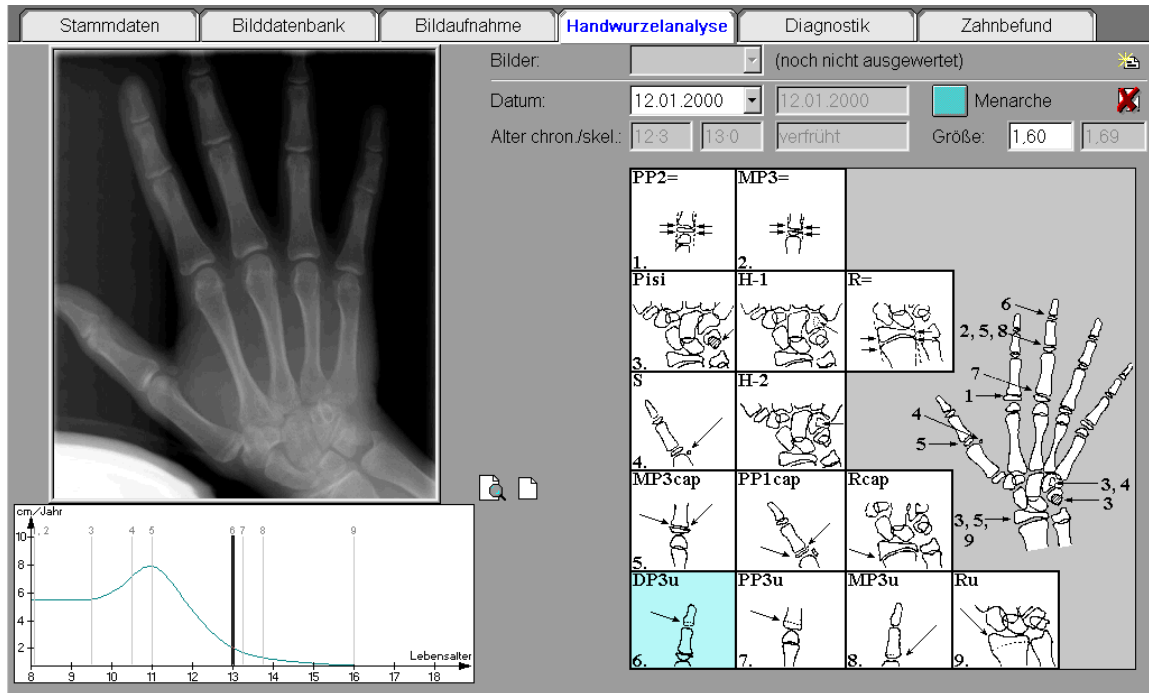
Handröntgenanalyse mit FR-Win 5.0
